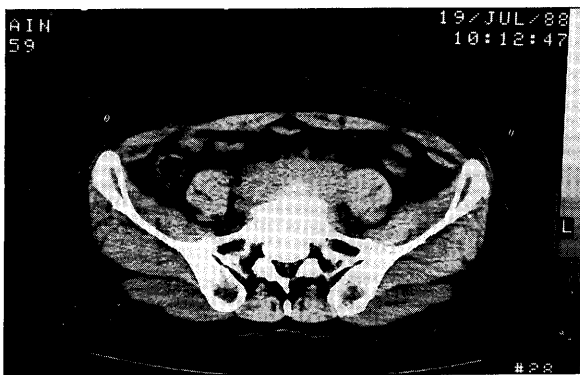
a Abdominal CT scan before treatment demonstrates irregular soft tissue density mass at the level of common iliac arteries.
